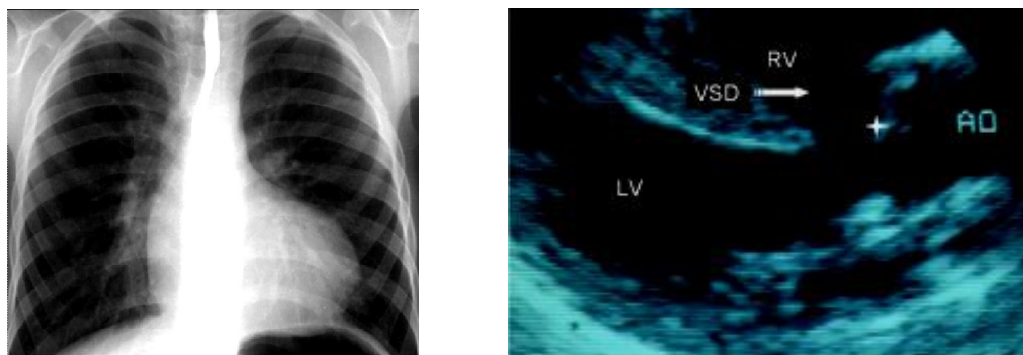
Рентгенологическая и ЭХОКГ картина тетрады Фалло
